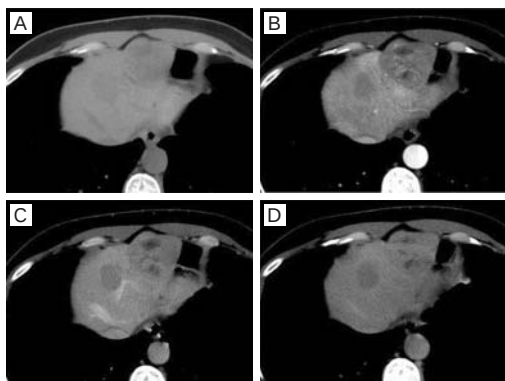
造影 CT(1年7ヵ月後 MRI の20日後)
